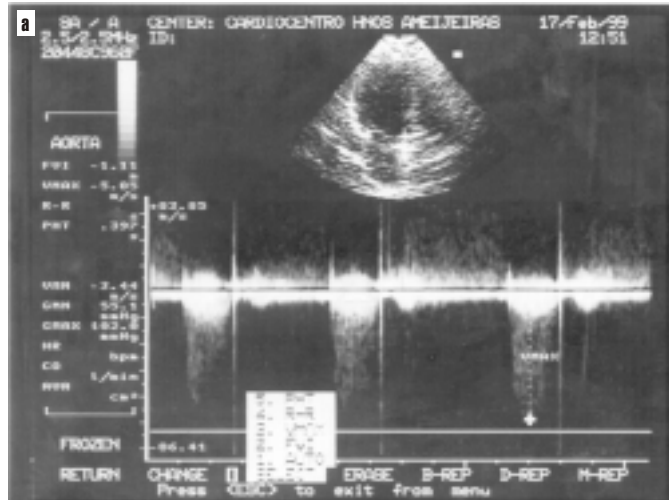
Imagen de ecocardiografía doppler. a) Se observa un gradiente a través de la prótesis de 102 mmHg antes de comenzar la trombólisis. b) Posterior al tratamiento trombolítico se comprueba la disminución del gradiente transprotésico a 28 mmHg.
